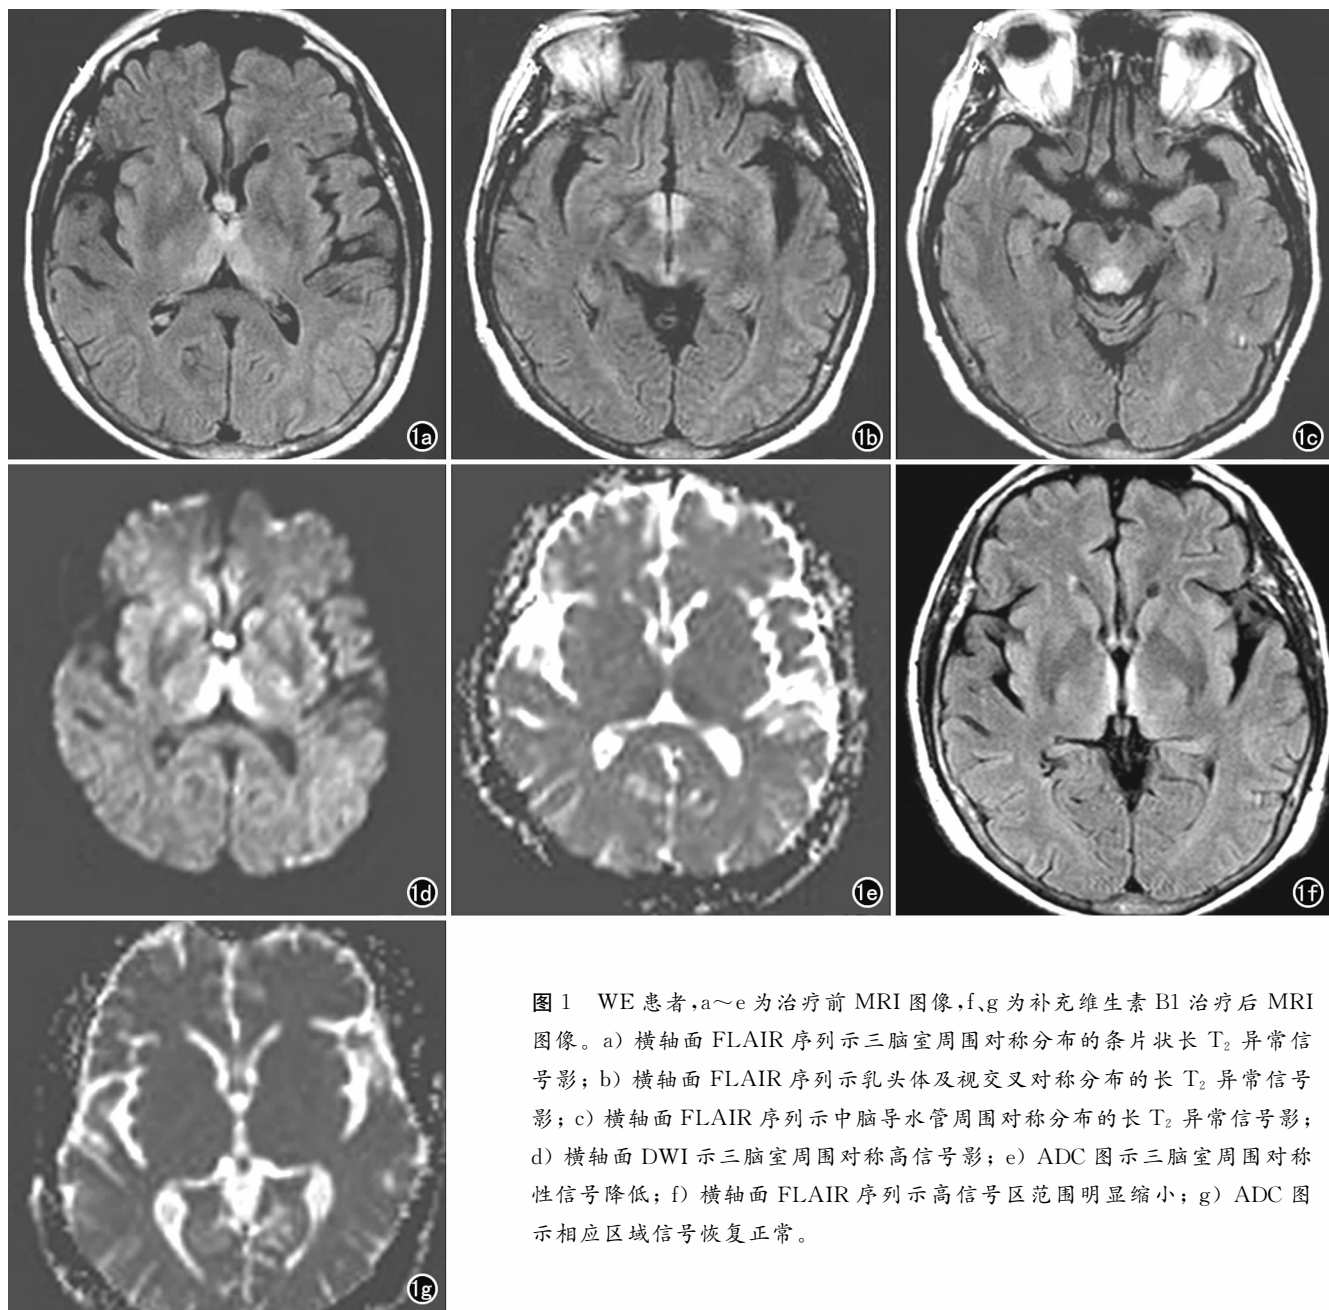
WE 患者,a~e 为治疗前 MRI 图像,f、g 为补充维生素 B1 治疗后 MRI 图像。a) 横轴面 FLAIR 序列示三脑室周围对称分布的条片状长 T₂ 异常信号影;b) 横轴面 FLAIR 序列示乳头体及视交叉对称分布的长 T₂ 异常信号影;c) 横轴面 FLAIR 序列示中脑导水管周围对称分布的长 T₂ 异常信号影;d) 横轴面 DWI 示三脑室周围对称高信号影;e) ADC 图示三脑室周围对称性信号降低;f) 横轴面 FLAIR 序列示高信号区范围明显缩小;g) ADC 图示相应区域信号恢复正常。
